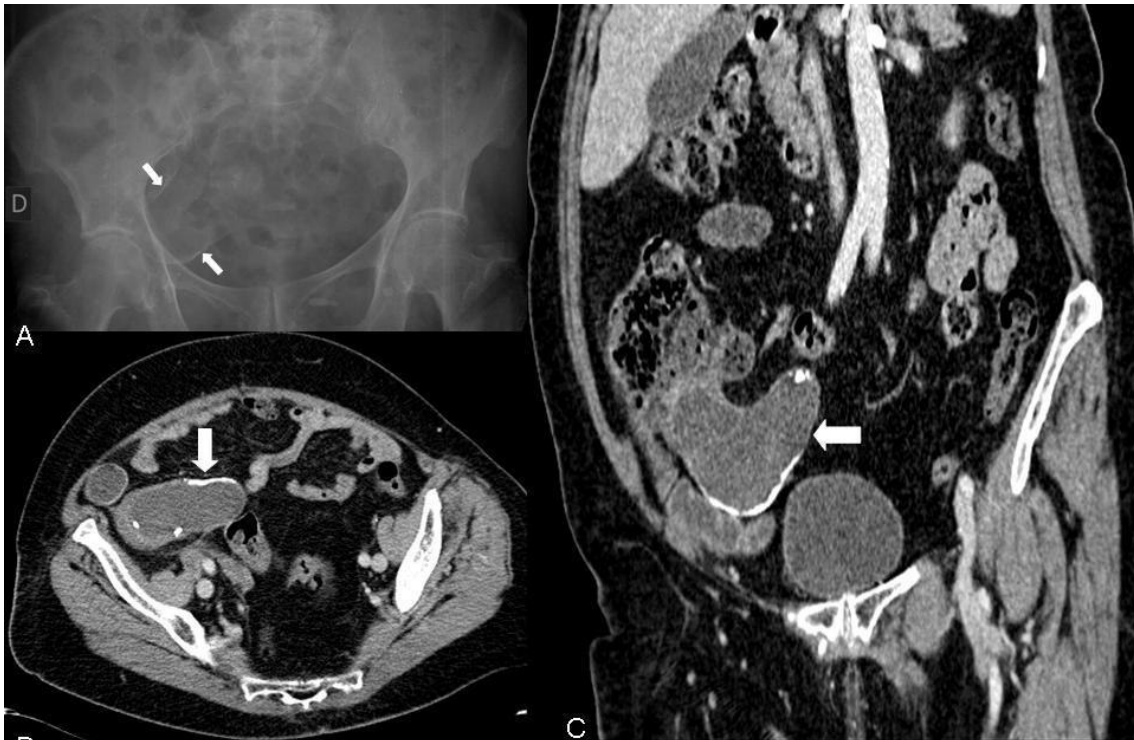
Radiografía de abdomen focalizada en FID donde se identifican dos finas calcificaciones lineales (flechas). Las imágenes B y C corresponden a imágenes axiales y coronales de TC abdominal con contraste intravenoso que muestran un apéndice aumentado de tamaño, con contenido hipodenso en su interior y calcificación periférica (flechas), siendo los hallazgos compatibles con mucocele apendicular.
